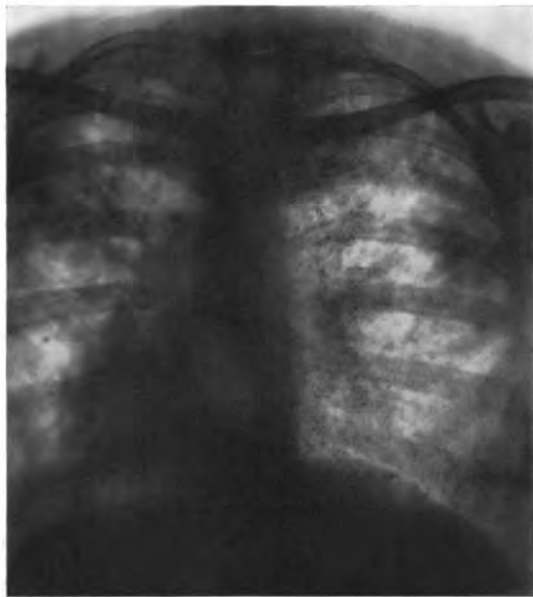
Fall V. Gertrud K.: Rechts weiche Herdschatten bis Grenze, verschiedenster Größe; links ebenso, mehr als rechts. Röntgendiagnose: Beiderseits exsudative Erkrankung. Klinische Diagnose: Exsudative Tuberkulose. Mikroskopische Diagnose: Überwiegend exsudative Prozesse.
